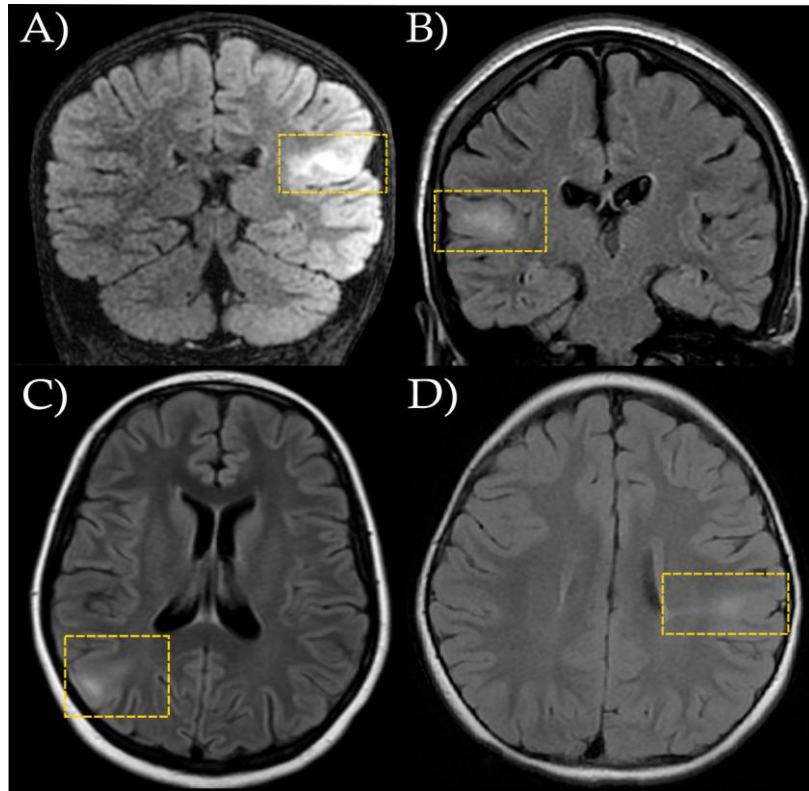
Imágenes pesadas a T2-FLAIR con hallazgos comúnmente encontrados en DCF. Los cuadros amarillos resaltan: A) Hiperintensidad en las áreas subcorticales de la corteza parietal izquierda, B) Lesión focal en el giro temporal superior con un borramiento entre la sustancia gris y blanca. C) Hallazgo en la corteza parietal derecha muestra una disminución en el grosor cortical acompañado de un borramiento en el borde de la sustancia blanca y gris. D) Hiperintensidad en la sustancia blanca subcortical parietal izquierda con signo trans-manto (Imagen tomada de Gaillard, F., 2023).*
